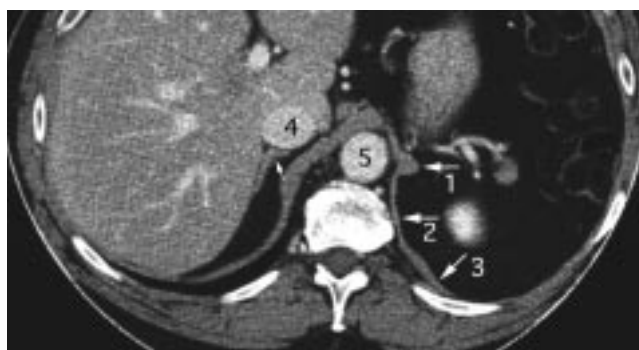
Partie lombale du diaphragme — Coupes TDM étagées de haut en bas passant par la partie basse de l'espace infra-médiastinal postérieur. 1 : sur la figure A, le pilier gauche d'aspect noueux rejoint le pilier droit sur la ligne médiane en formant le ligament arqué médian en avant duquel se trouve la région coeliaque. Sur les figures B et C, les piliers diaphragmatiques sont nettement individualisés. 2 : ligament arqué médial en rapport avec l'extrémité crânienne du muscle psoas. 3 : arcade latérale en rapport avec le muscle carré des lombes. 4 : veine cave inférieure en arrière de laquelle se trouve la surrenale droite et dans laquelle se jette la veine rénale gauche (C). 5 : aorte dont naît en avant le tronc coeliaque. La flèche de la figure B marque la présence de la surrenale gauche.
